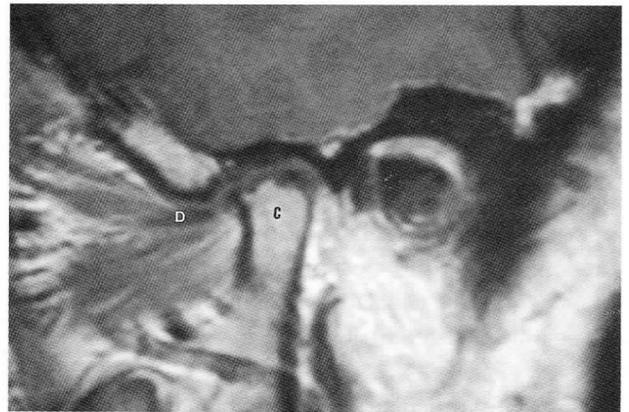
Resonancia magnética de un paciente con artritis reumatoide que pone en evidencia las lesiones degenerativas articulares (luxación discal, erosiones condilares, etc.). (C) Cóndilo mandibular. (D) Disco articular.
